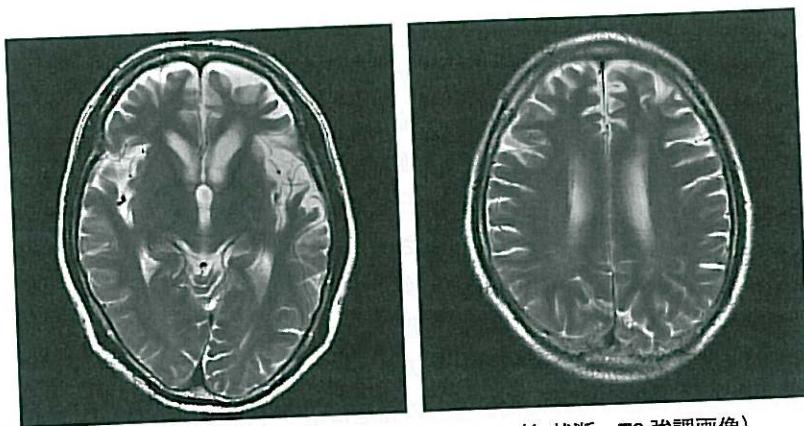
前頭側頭型認知症（FTD）の MRI（矢状断、T2 強調画像）
